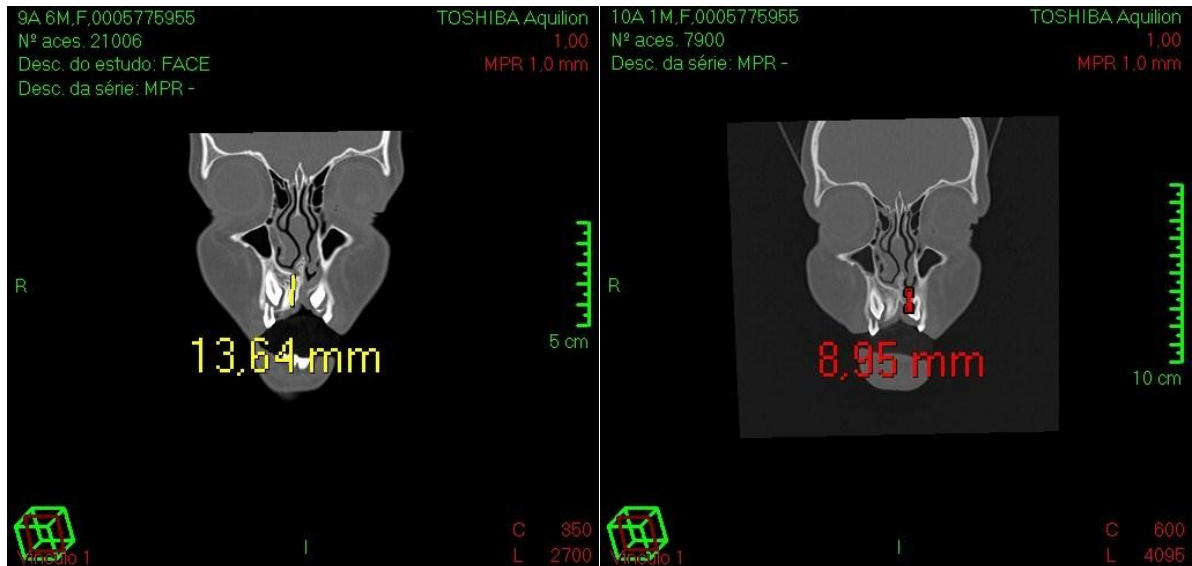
Tomografias de paciente do Grupo BMP em corte coronal. À esquerda, mensuração da altura da maxila não fissurada com a régua em amarelo. À direita, aferição da altura da maxila reconstruída com a régua em vermelho.
